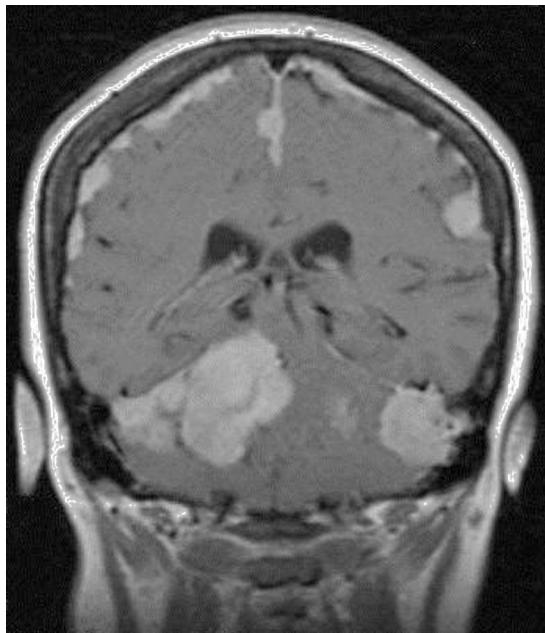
RM coronal T1 con gadolinio: múltiples lesiones extraaxiales, varias confluentes y con crecimiento en placa con intenso realce. Dx: meningiomatosis difusa.
